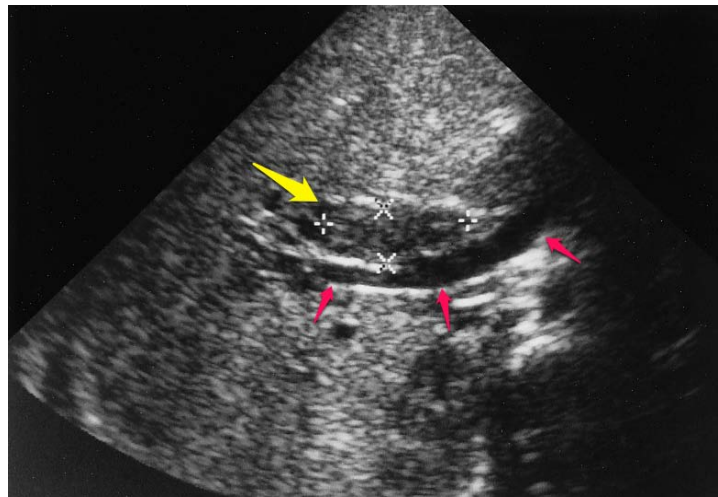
RMS biliaire chez un enfant de 1 an et demi. L'échographie montre la masse (flèche jaune) hypoéchogène dans la voie biliaire principale, la veine porte (flèche rouges) est légèrement comprimée mais sans infiltration [75].
